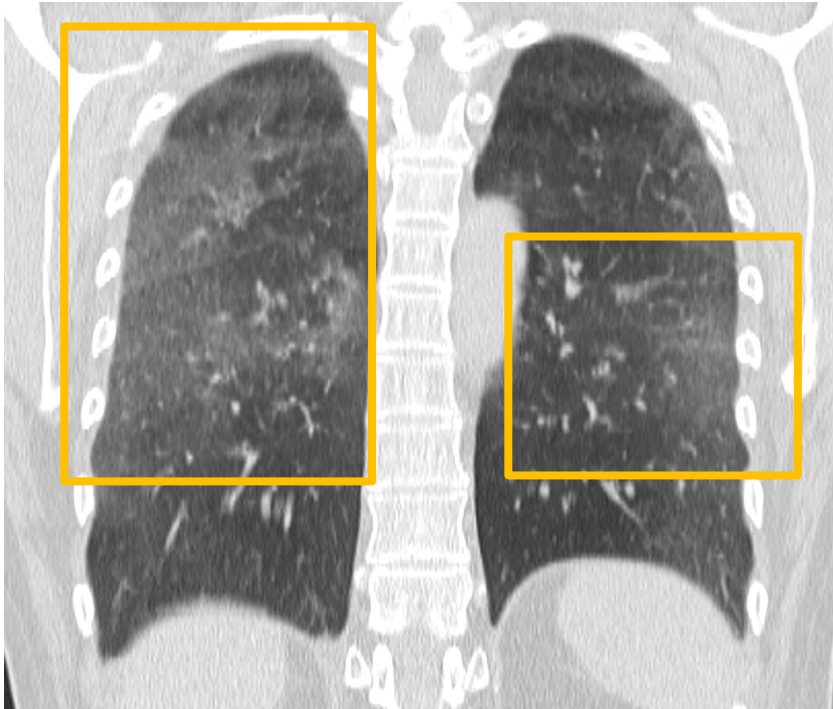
Cortes axial y coronal de TC torácica presentando engrosamiento septal difuso, vidrio deslustrado periférico y opacidades parcheadas subpleurales y peribroncovasculares, compatible con toxicidad pulmonar por pembrolizumab en paciente con linfangitis carcinomatosa (flecha) por neoplasia pulmonar.
